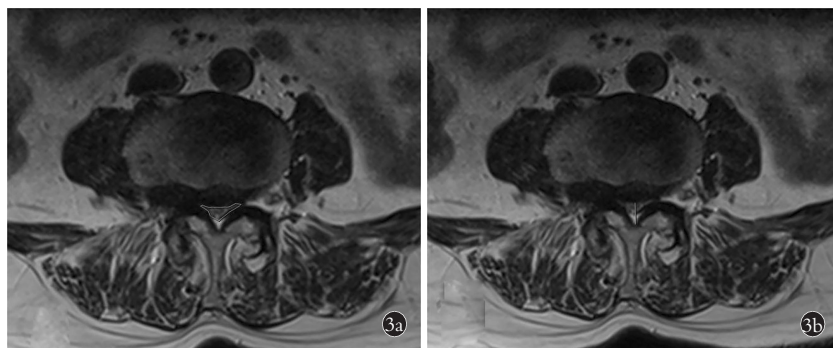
腰椎 MRI 横断位 T2 加权像 3a. 横断面硬膜囊面积的测量方法,即硬膜囊围成区域的横截面积 3b. 横断面椎管正中矢状径的测量方法,取椎间盘后缘中点与两侧椎板交点的连线
